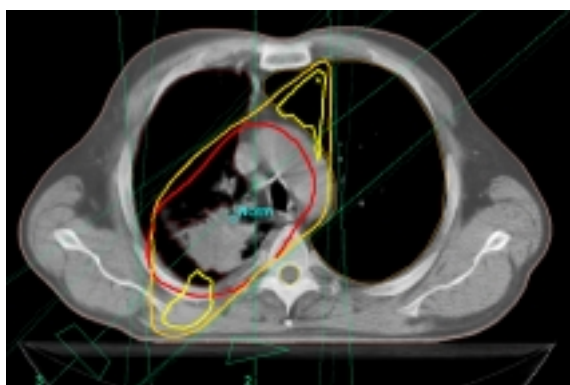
Mit Hilfe der 95%-Isodosislينie (orange) und der 105%-Isodosislينie (gelb) erkennbare Dosisspitzen in einem gegebenen CT-Schichtbild. Das Planungsvolumen ist in roter Farbe dargestellt.
